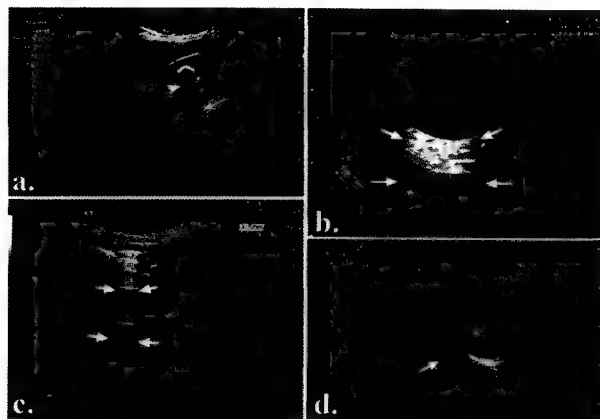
Artefacte ultrasonografice: a. Umbră acustică (săgeată) distal de un calcul; b. Amplificare acustică (săgeți) distal de un chist; c. Reverberație (săgeți); d. Imaginea în oglindă (săgeată), situată supradiafragmatic, a unui hemangiom hepatic (asterisc).
